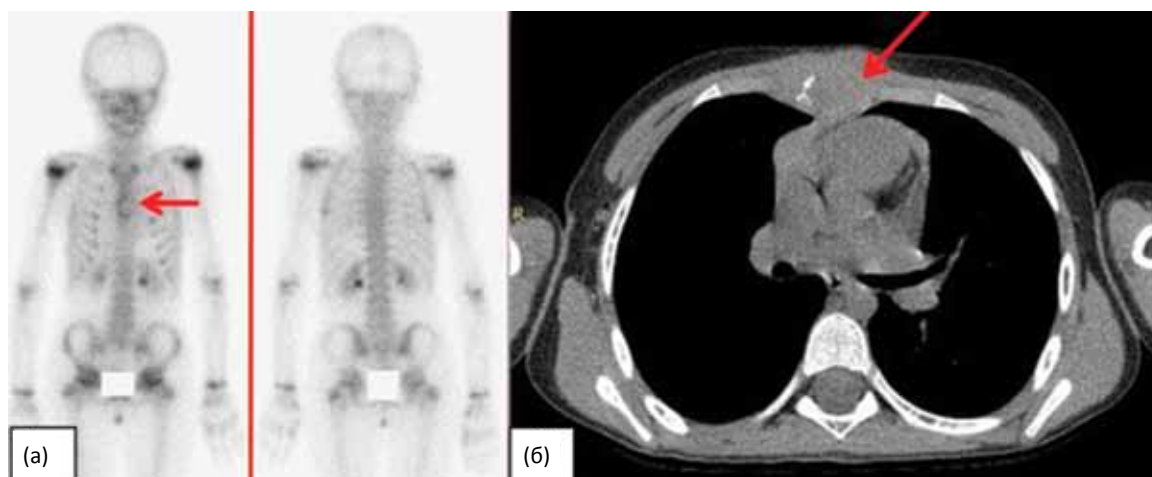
Редкий клинический случай. Изолированное поражение грудины у ребенка 7 лет при ЛКГ. На остеосцинтиграммах (а) явных очагов патологической гипераккумуляции не выявлено. В теле грудины отмечается диффузно-пониженное включение радиоиндикатора (стрелка). На аксиальных срезах КТ грудной клетки (б) определяется массивный очаг остеолитической деструкции тела грудины с мягкотканым компонентом, выходящим за пределы грудины (стрелка). Результат ОСГ интерпретирован как ЛО
